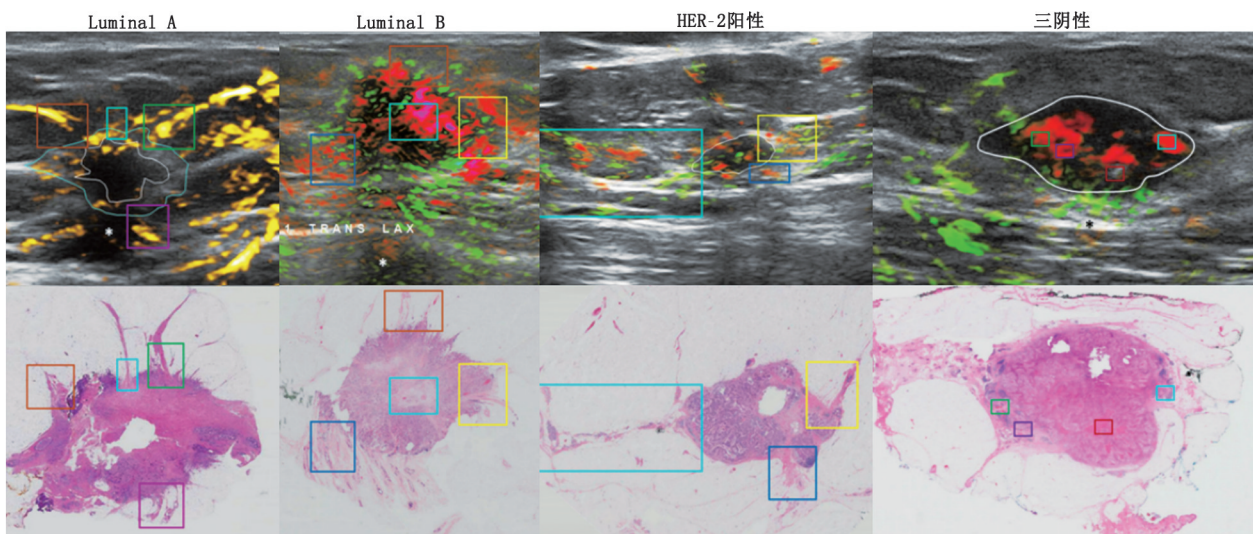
不同乳腺癌分子亚型的超声光声成像(上排)和 HE 染色图(下排)。HER-2 为人表皮生长因子受体 2,图中彩色矩形表示光声成像与 HE 染色在对应区域内部血管的成像^[28]
